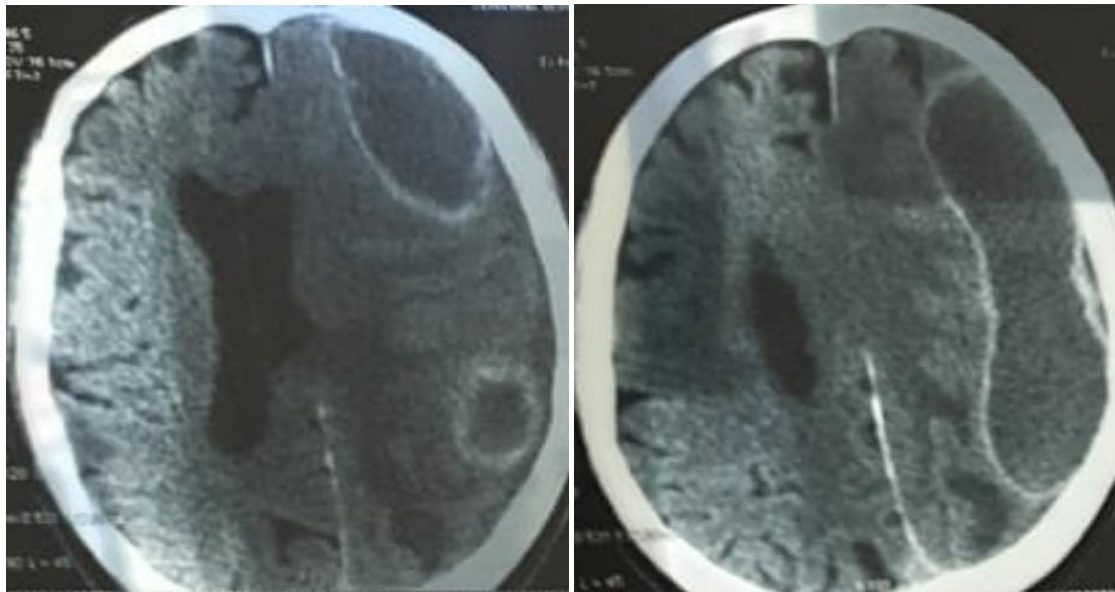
Coupe axiale d'une TDM cérébrale montrant un ESD frontal droit.
